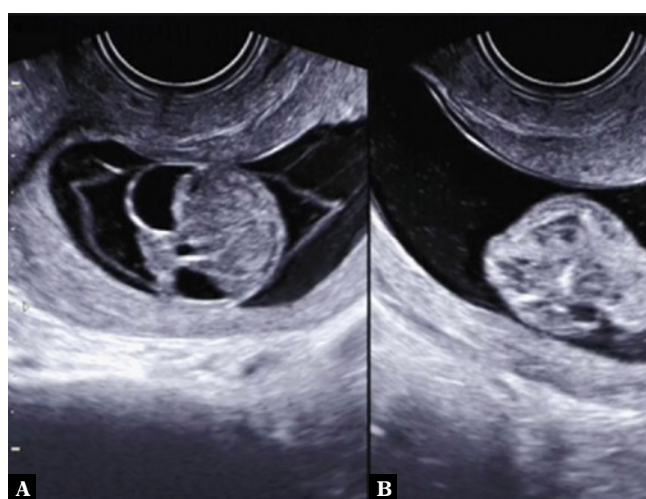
Akrania wykryta za pomocą ultrasonografii 3D w 8. tygodniu i 6. dniu ciąży, w prezentacji wielopłaszczyznowej (A) oraz w trybie renderowania HDlive™: uwagę zwraca zwiększona echogeniczność płynu owodniowego (B)
